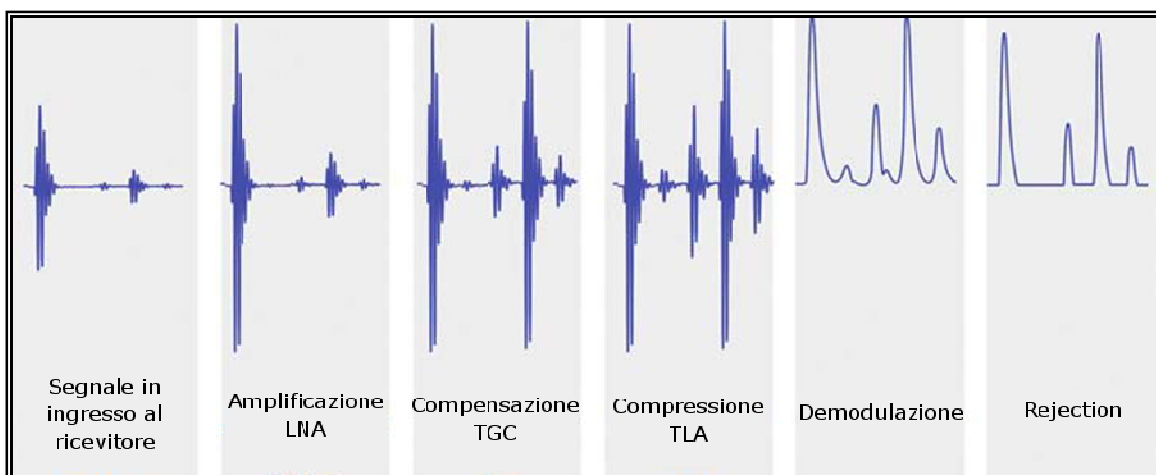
Sintesi delle successive manipolazioni subite dal segnale ecografico A-Mode in ingresso al ricevitore. (Branca. Fondamenti di Ing.Clinica, 2008).
